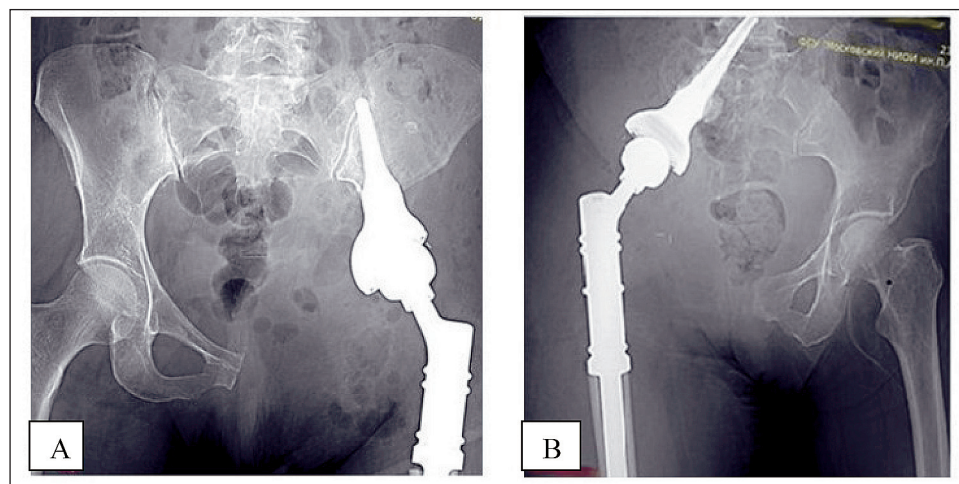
Рентгенограмма костей таза:
